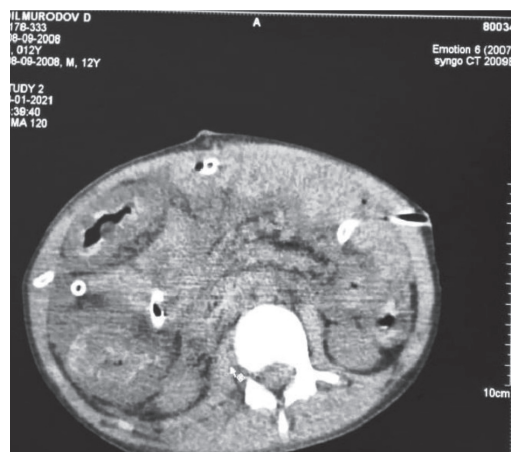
МСКТ пациента, 13 лет. Аксиальная проекция. СПО лапаротомии. Ревизия, некрэктомия из ПЖ, санация и дренирование сальниковой сумки по поводу посттравматического панкреонекроза
